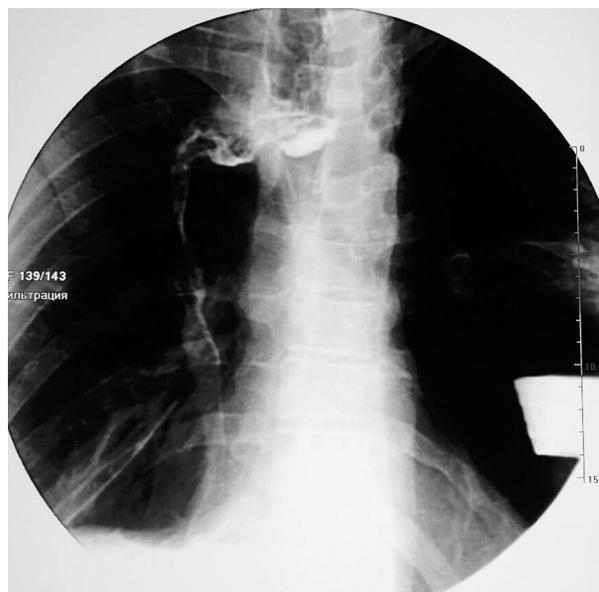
Контрольная рентгеноскопия пищевода. ЭГА проходим, пассаж по верхним отделам ЖКТ не нарушен, затеков контрастного вещества не выявлено
